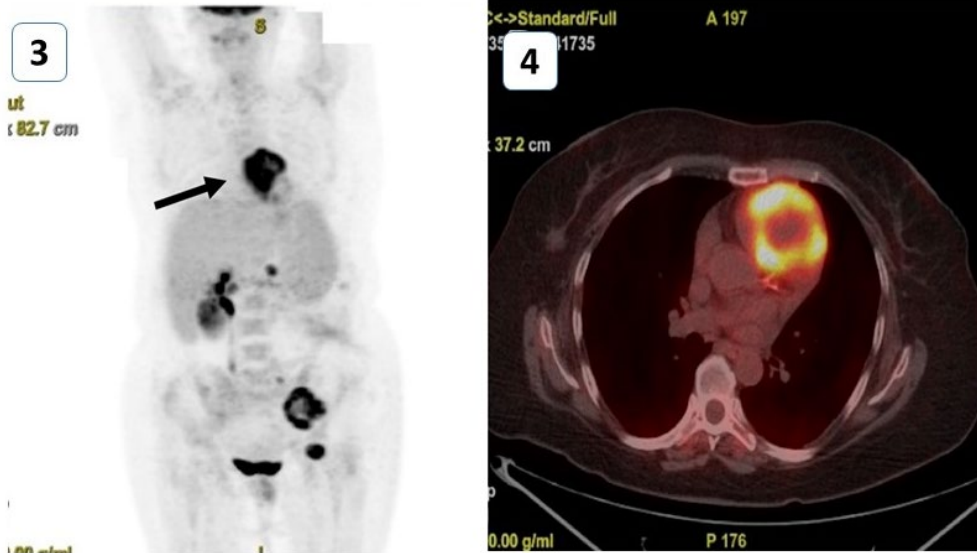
4: PET-TAC que objetivó extensa diseminación sistémica e hipercaptación a nivel cardíaco
